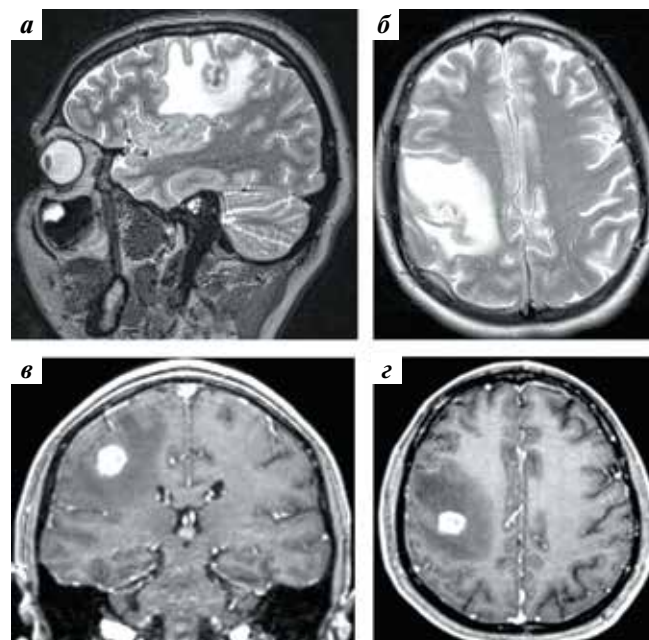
Магнитно-резонансная томография головного мозга пациентки Б.: а, б – Т2-взвешенные изображения; в, г – Т1-взвешенные изображения с усилением парамагнетиком
